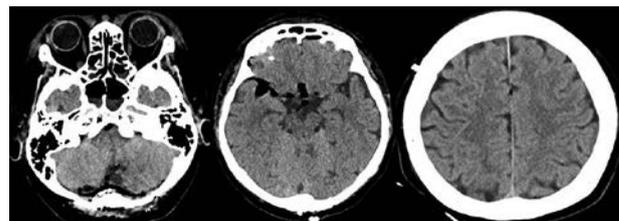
Postoperative computed tomography (CT) scan showed no hemorrhage in basal cisterns.
